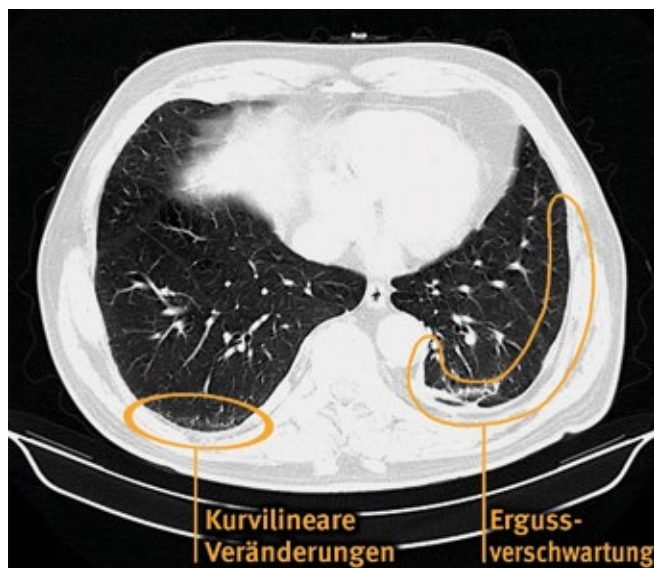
HRCT des Thorax im Lungen- (oben) und Weichteilfenster (unten). Beachte die umschriebenen Pleuraveränderungen (Plaques) und die Ergussverschwartung links (*Hyalinosis complicata*). Die Hinweise für eine Asbestexposition sind diskret und in Form von Parenchymbändern, weiten Bronchien und kurvilinearen Veränderungen (rechtsseitig) erkennbar.
